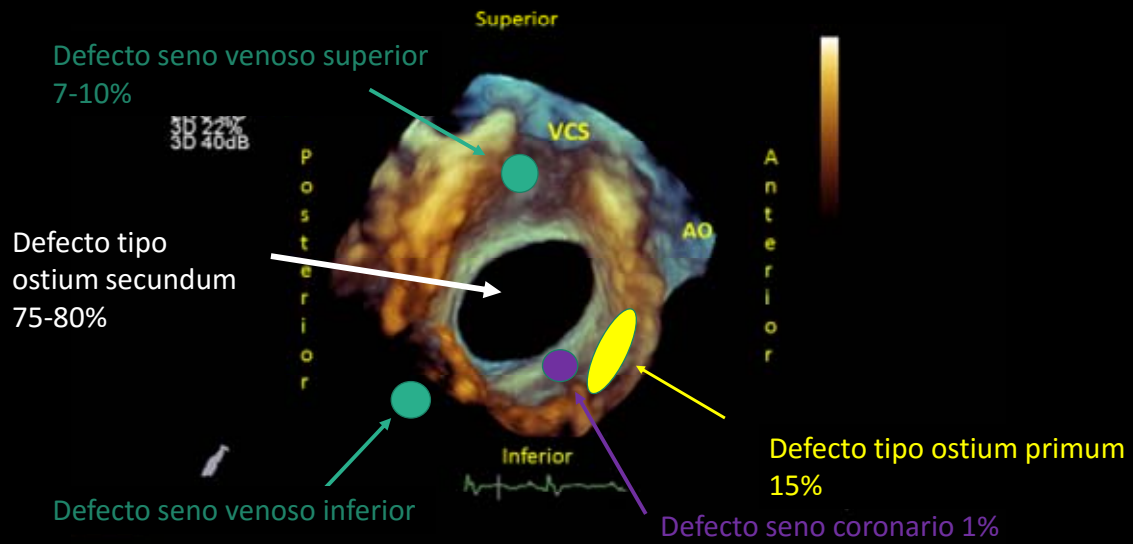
Imagen de ecocardiografía transesofágica tridimensional que muestra la frecuencia y localización de los distintos tipos anatómicos de comunicaciones interauriculares.
